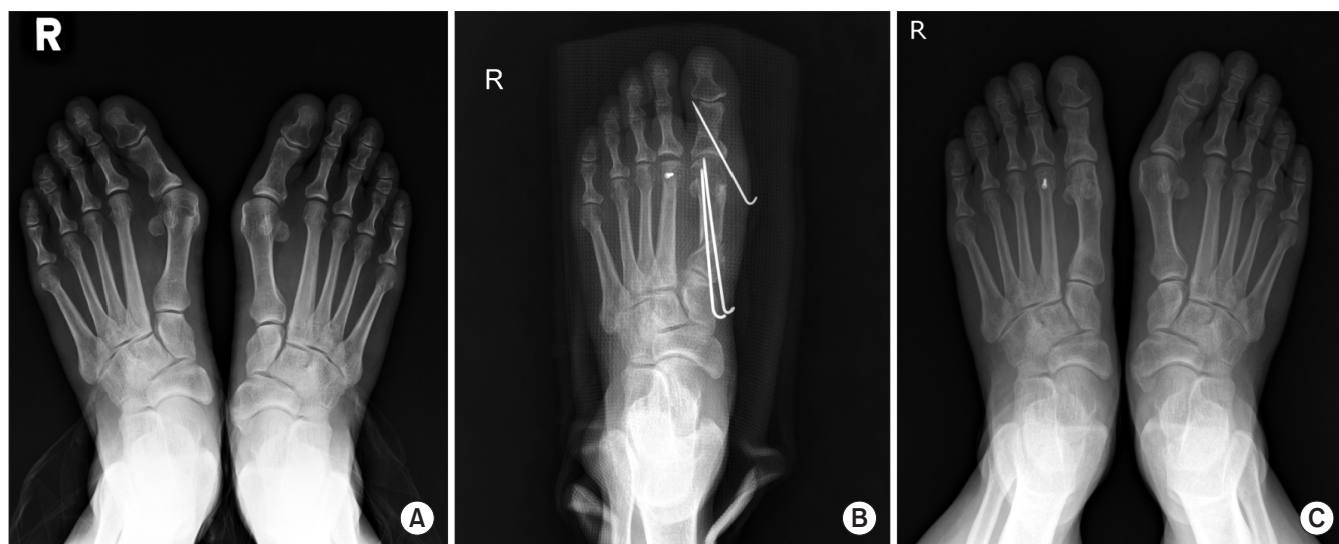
(A) Radiograph of 45-year-old female shows severe hallux valgus deformity. (B) Immediate postoperative radiograph shows proximal chevron osteotomy with distal soft tissue release and Akin osteotomy. (C) Radiograph taken at one year after surgery shows good alignment and no recurrence.
